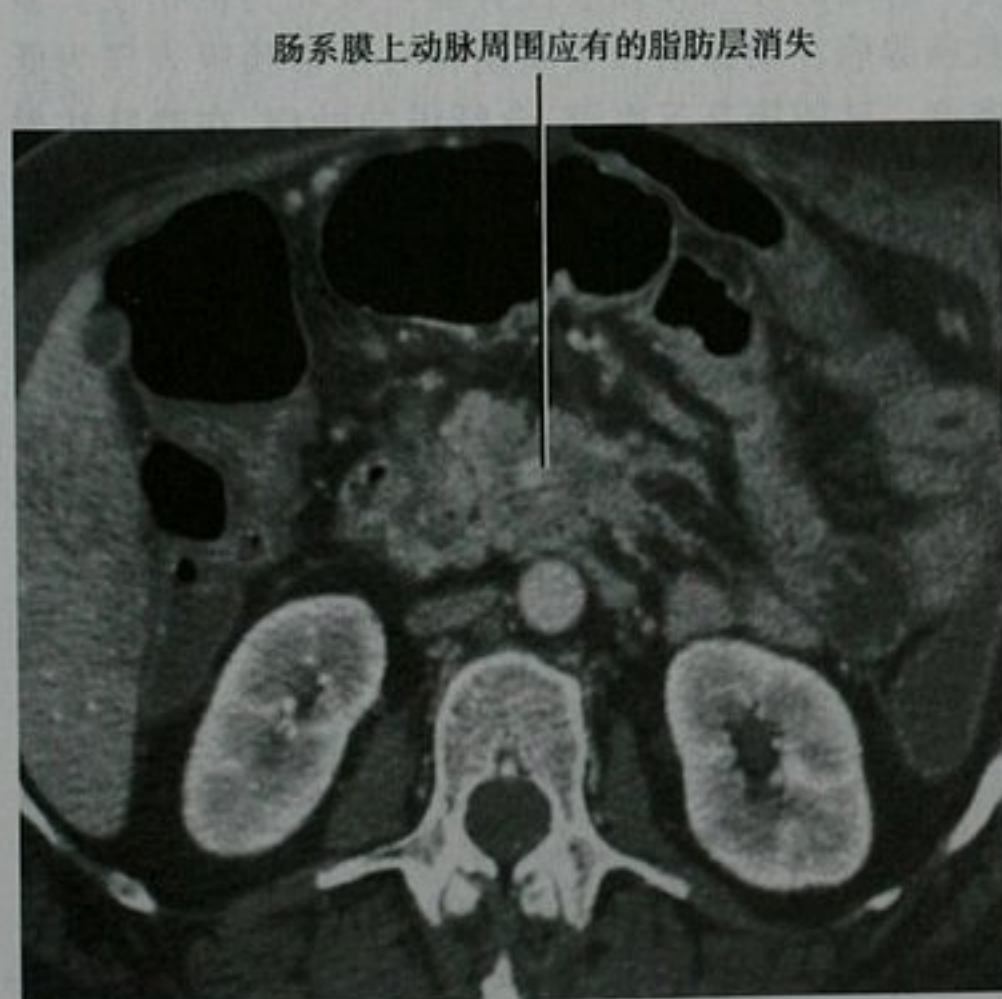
胰腺癌患者,上腹部增强 CT 图像显示肿瘤包绕肠系膜上动脉(SMA)
